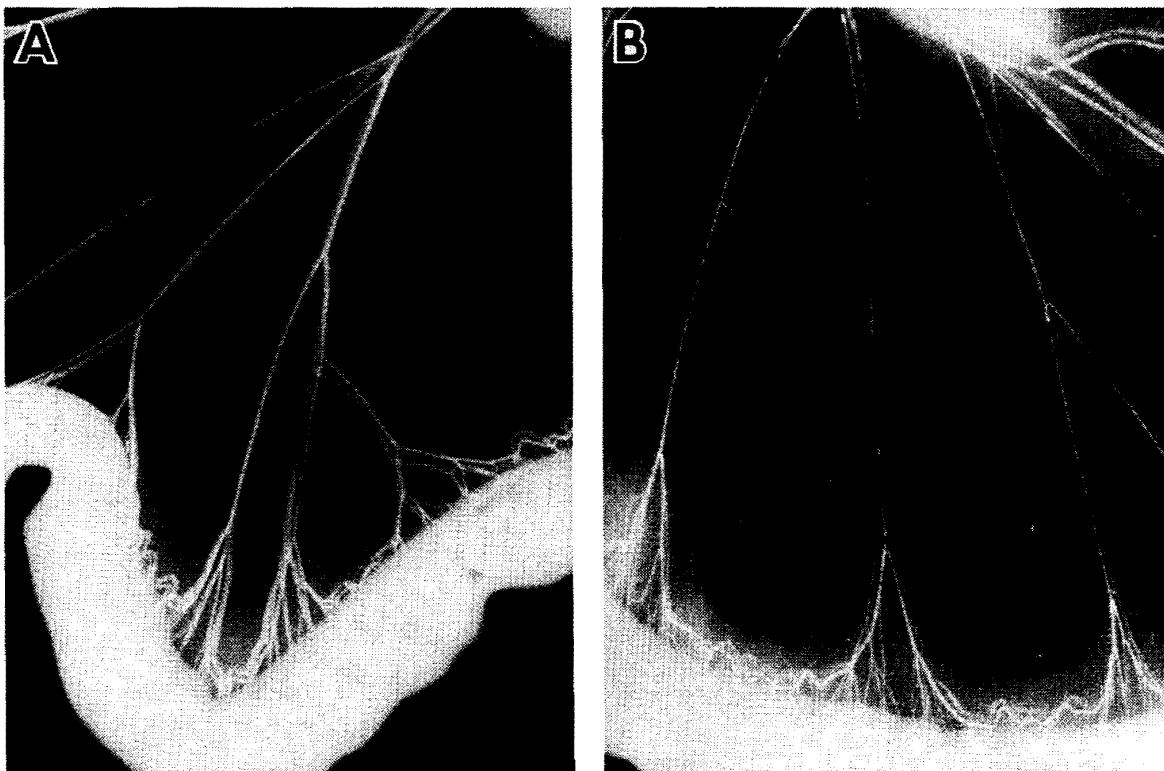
X-ray photographs of mesenteric artery
